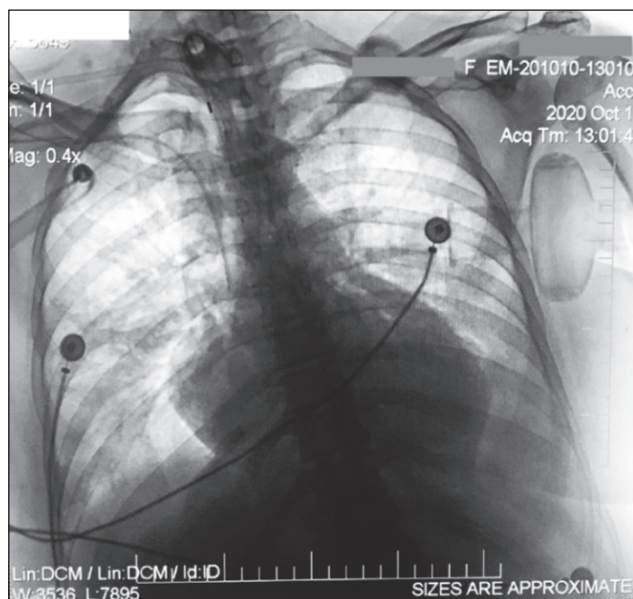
Результати рентгенографії пацієнтки Н. від 10.10.2020 р.
